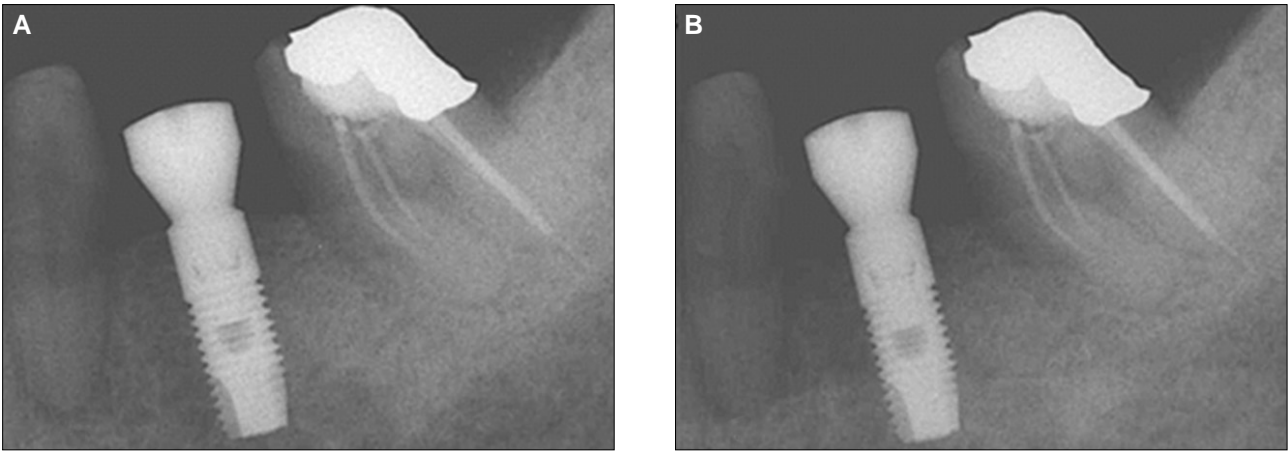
A: Insertion, B: After 3 months. Periapical radiography with the use of customized XCP bite.
